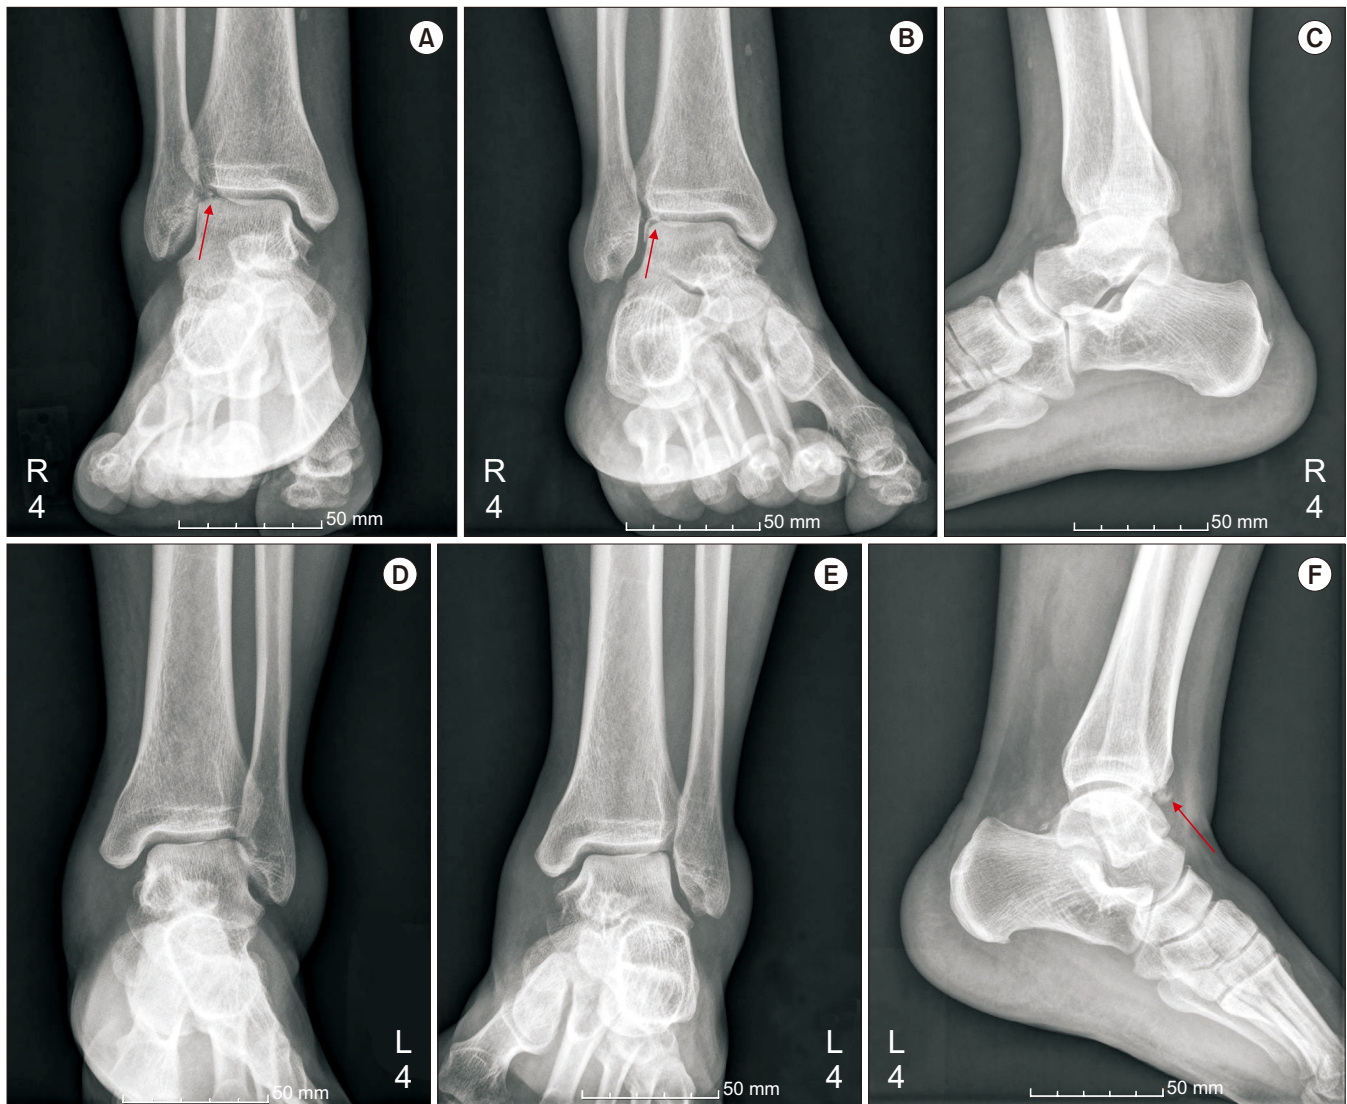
Right ankle anteroposterior (A), mortise (B) radiographs show a displaced osteochondral fracture of lateral talar gutter (arrows). (C) Fracture location is not certain on the lateral radiograph. Left ankle radiographs (D, anteroposterior; E, mortise) show no significant findings around talar gutter, while the lateral radiograph (F) shows small fracture fragment (arrow) from anterior tibial plafond.
